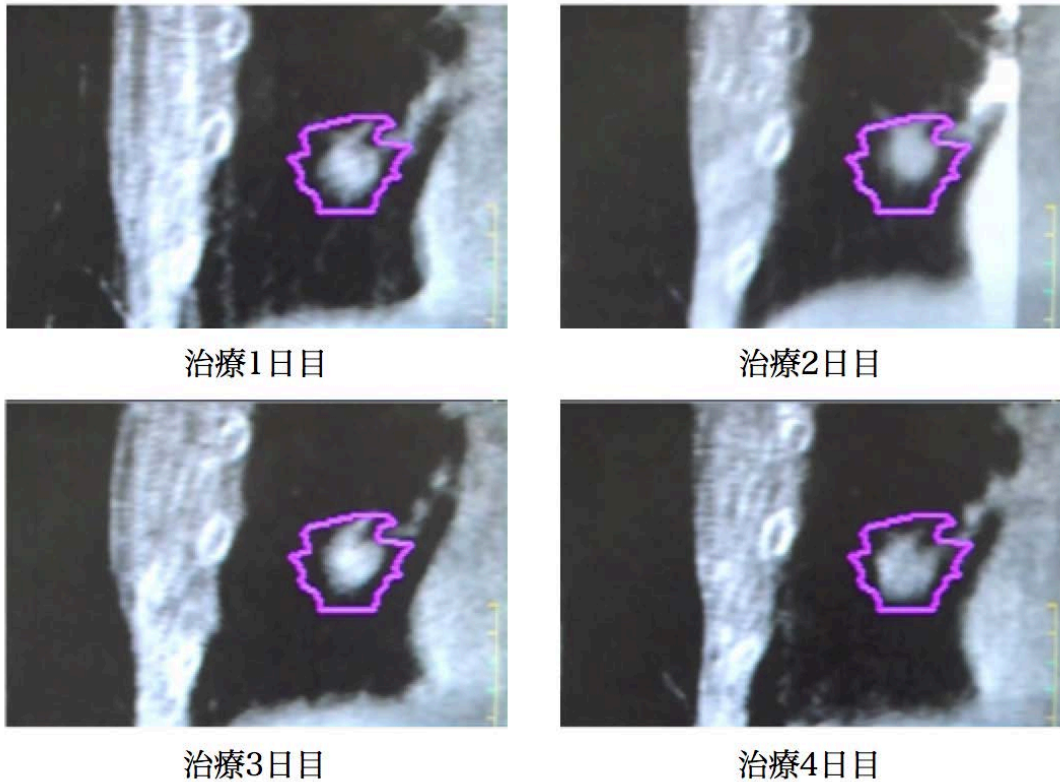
治療中 4D-CBCT における冠状断面静止画像の一例 (治療 4 日間分)
